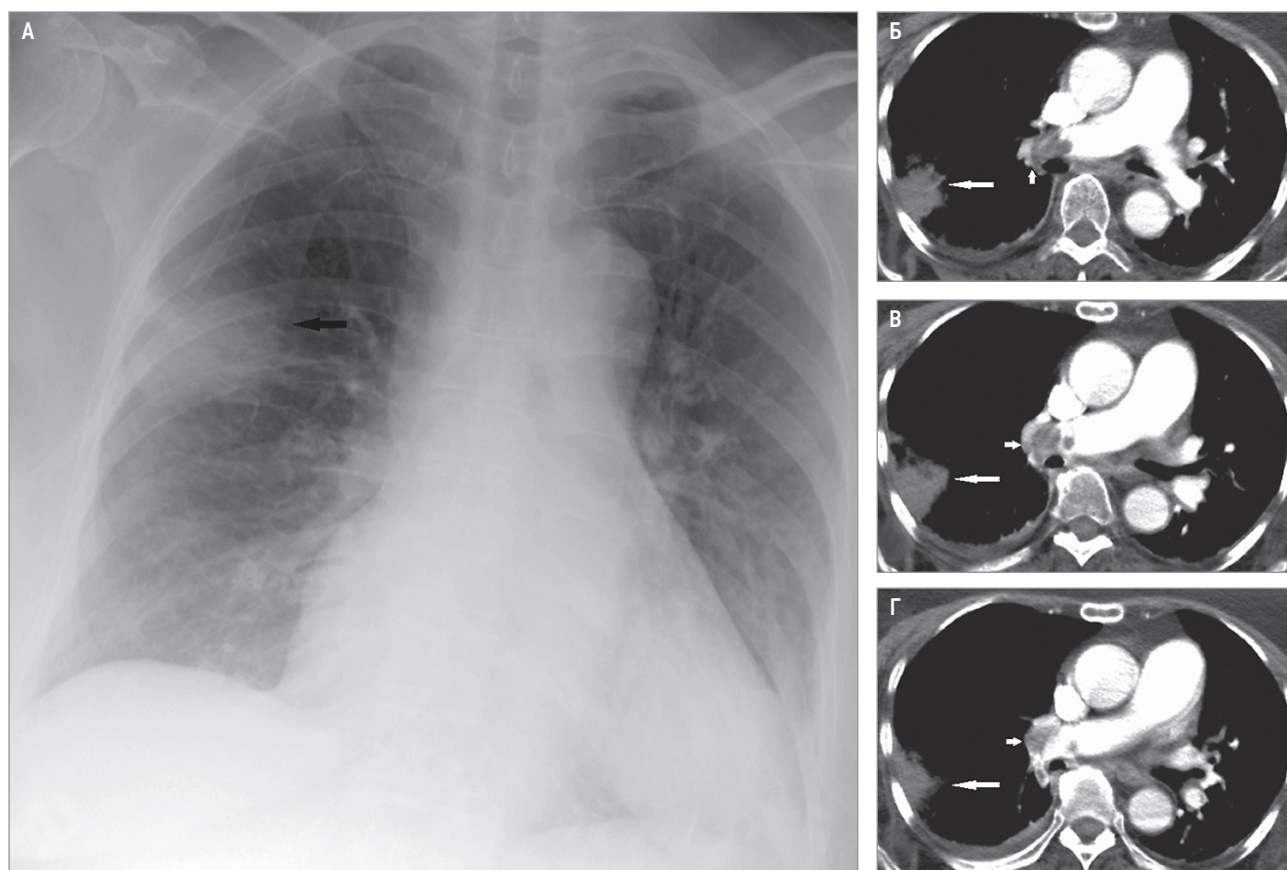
Тромбоэмболия легочной артерии: А – округлое затемнение (стрелка) в периферической части верхней доли правого легкого, связанное с развитием инфаркта; фронтальная рентгенография; Б–Г – эмболы в правой верхней и средней доле в артериях (короткие стрелки), клиновидной формы затемнение вследствие инфаркта легкого (длинные стрелки); мультиспиральная компьютерная томография (из архива М.В. Gotway, MD)
